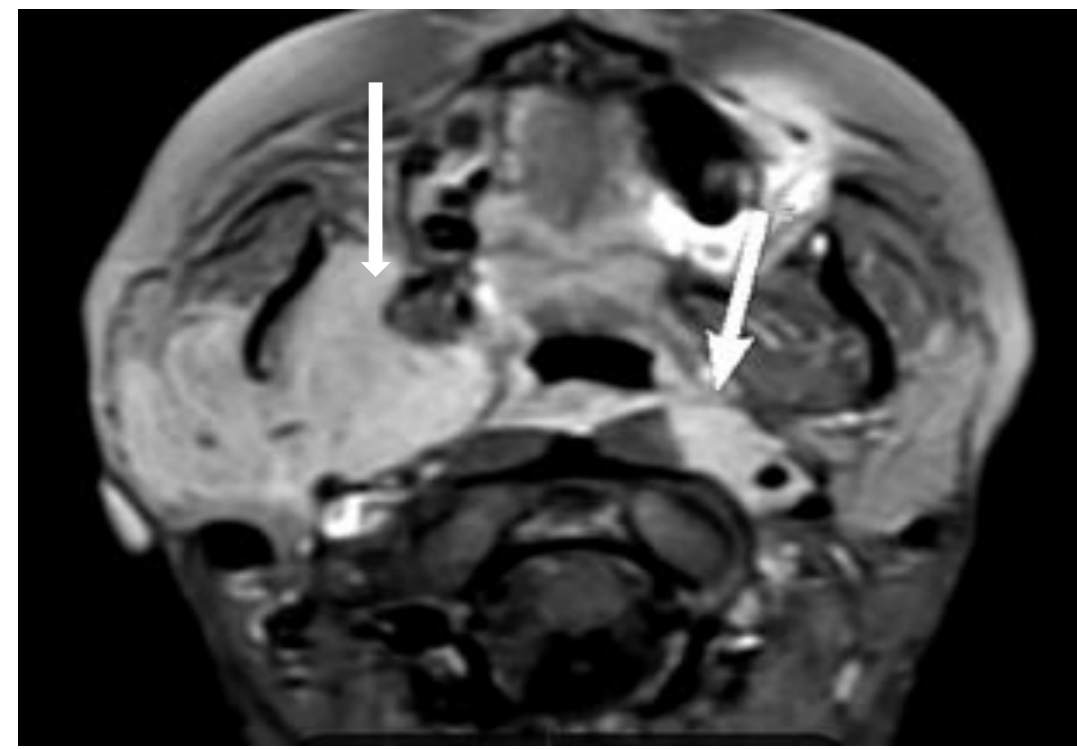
IRM: parotidomégalie droite et masses rétro-pharyngées Figure 2: PET Scan: masse du tissu mou lobulée irrégulière hyper-métabolique
